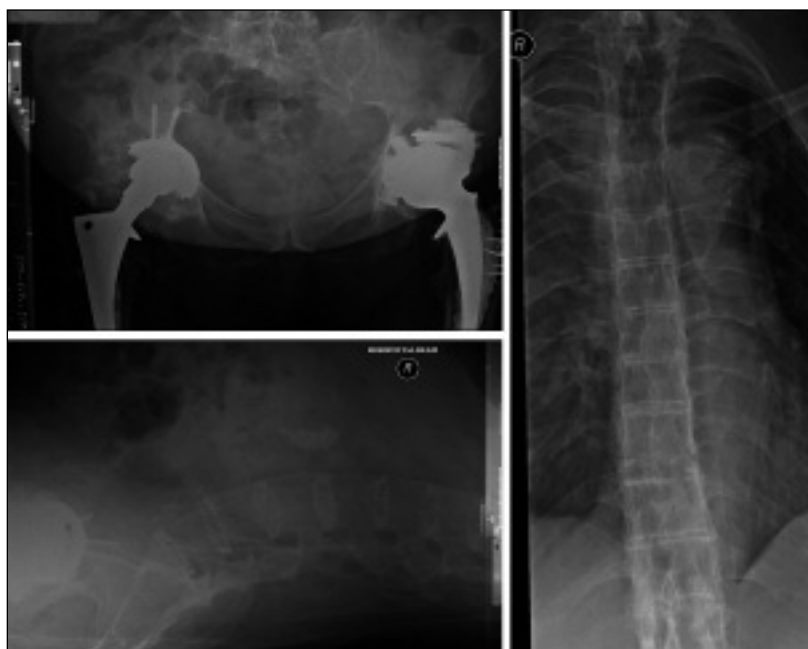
Radiographs of the pelvis and thoracic and lumbar spine showing advanced features of ankylosing spondylitis (ligamentous ossification, squaring of the vertebral bodies, syndesmophytosis and grade IV bilateral sacroiliitis) and bilateral total hip replacement.
